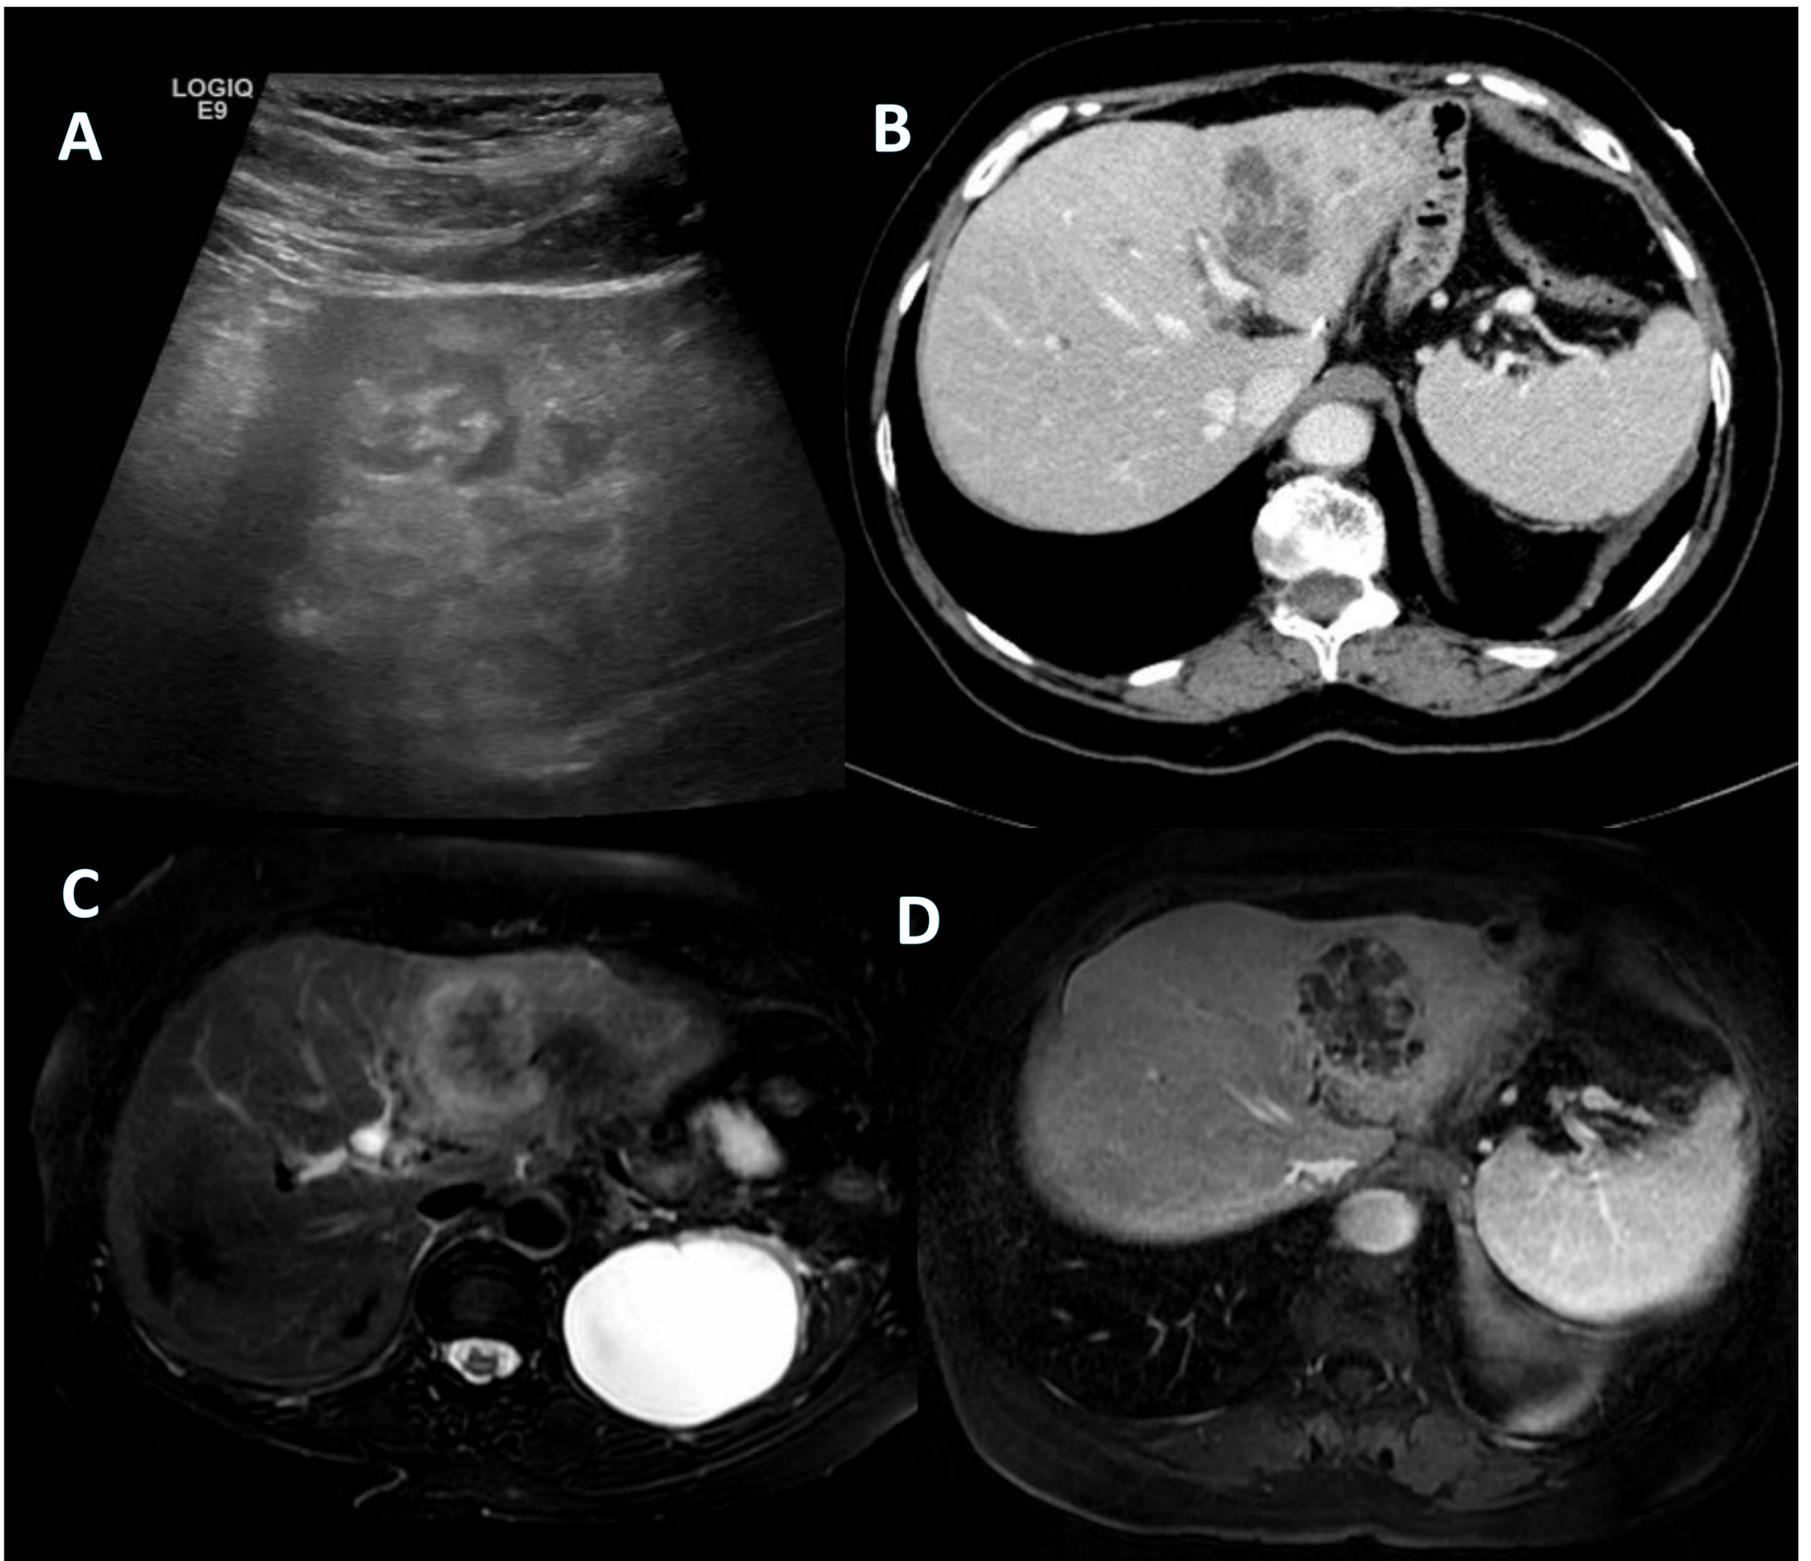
Absceso hepático. En el mismo paciente. A por ecografía: lesión sólido-quística de base iso/hiperecogénica con pequeños focos anecoicos en su interior de apariencia multicompartimentada. B por TC: lesión hipodensa multilobulada con discreto realce de contraste de las paredes. C y D por RM: lesión hiperintensa heterogénea en T2 (C) y tras la administración de contraste, se pone de manifiesto la lesión de aspecto multitabicado. References: Hospital Universitari de Tarragona Joan XXIII/ES.
